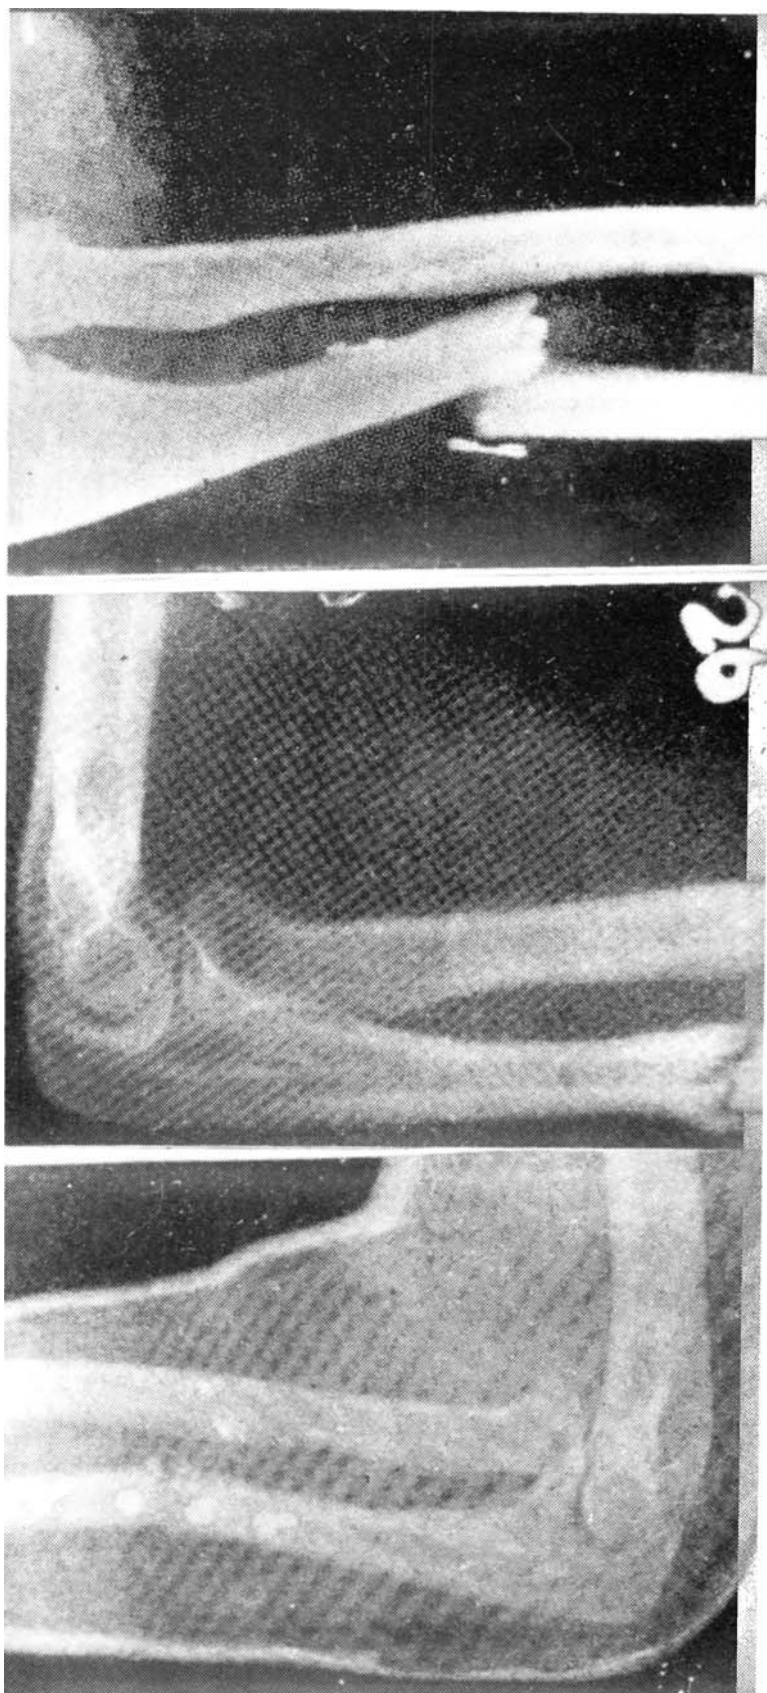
Caso núm. 1. A. Radiografía inmediata al traumatismo. B. Radiografía a los 10 meses. C. Reluxación después de 1 año. Gentileza de López-Trigo, E. T. y Moreno, E. (1956).
